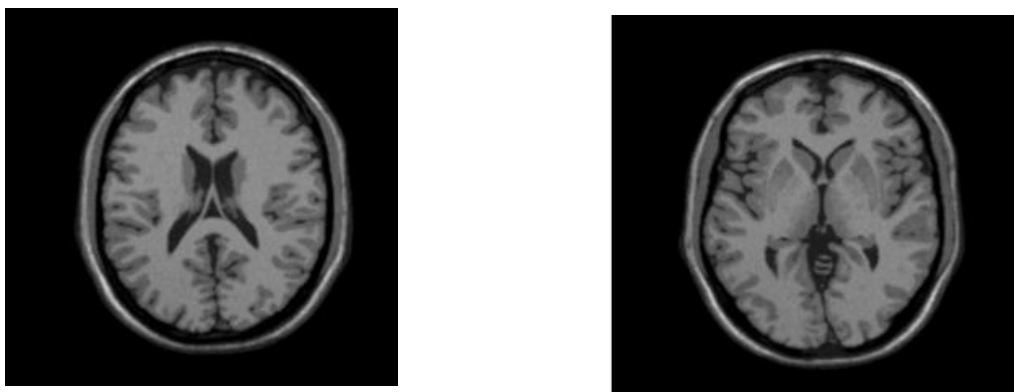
IRM cérébrales sans pathologie de la base brainweb.
